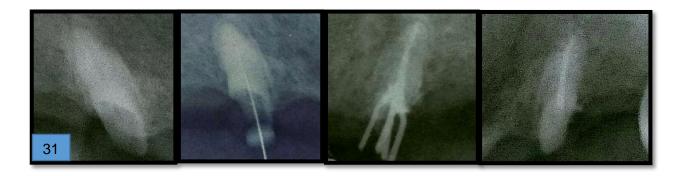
Radiografías de la endodoncia del resto radicular del diente 1.5, conductometría, penacho y endodoncia terminada.
